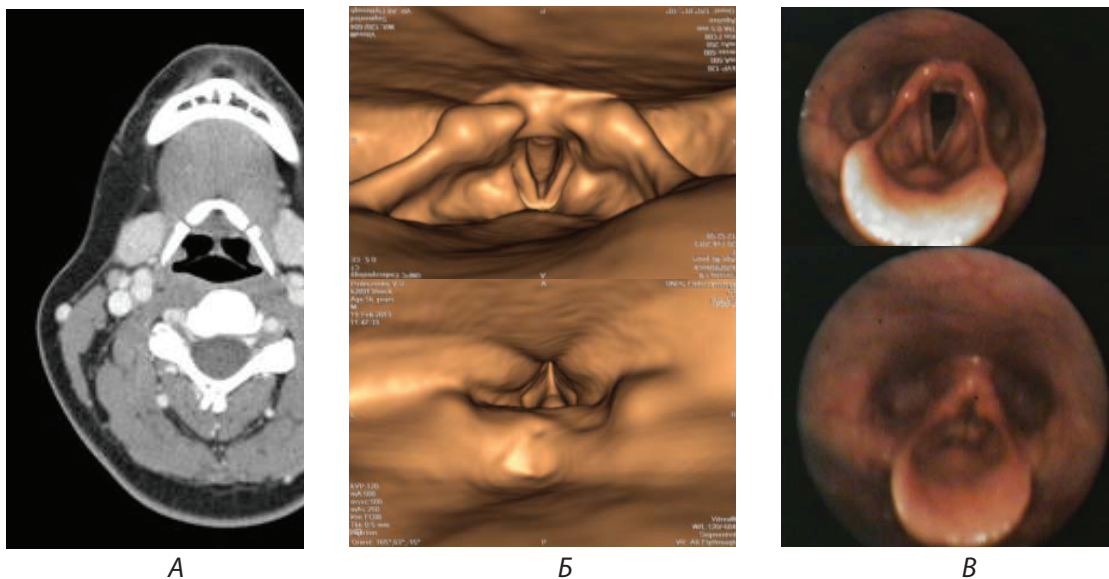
Варіант нормальної гортані: А – МСКТ – зріз на рівні під'язичної кістки, під'язична кістка, частина надгортанника, анатомічні елементи підщелепної ділянки (дно ротової порожнини, слинні залози тощо); Б – віртуальна ендоскопія; В – ендовідеоларингоскопія.
